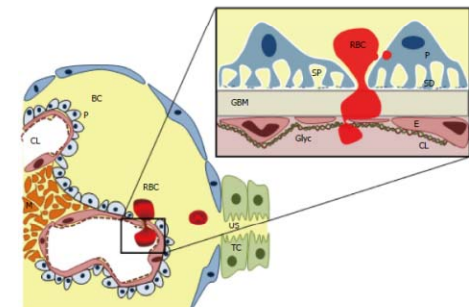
Glomerular filtration barrier structure and red blood cell egression leading to haematuria. CL: Capillary lumen; BC: Bowman's capsule; E: Endothelial cell; GBM: Glomerular basement membrane; Gly: Glycosaminoglycans; M: Mesangium; P: Podocyte; RBC: Red blood cell; SD: Slit diaphragm; SP: Subpodocyte space; TC: Tubular cell; US: Urinary space.
